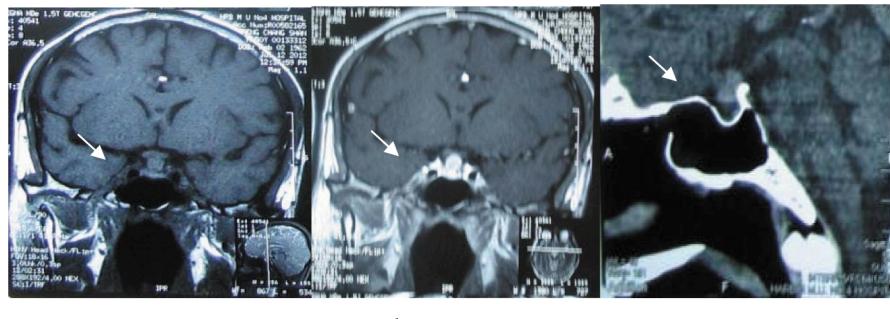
MRI T1 加权像(a)与 Gd-DTPA 增强扫描(b), 肿瘤大小为 0.7 cm× 1.3 cm, 下方垂体受压(白色箭头所指处)。64 排 CT 鞍区薄层扫描(c)可见垂体上方较脑组织密度略高占位影, 垂体受压
